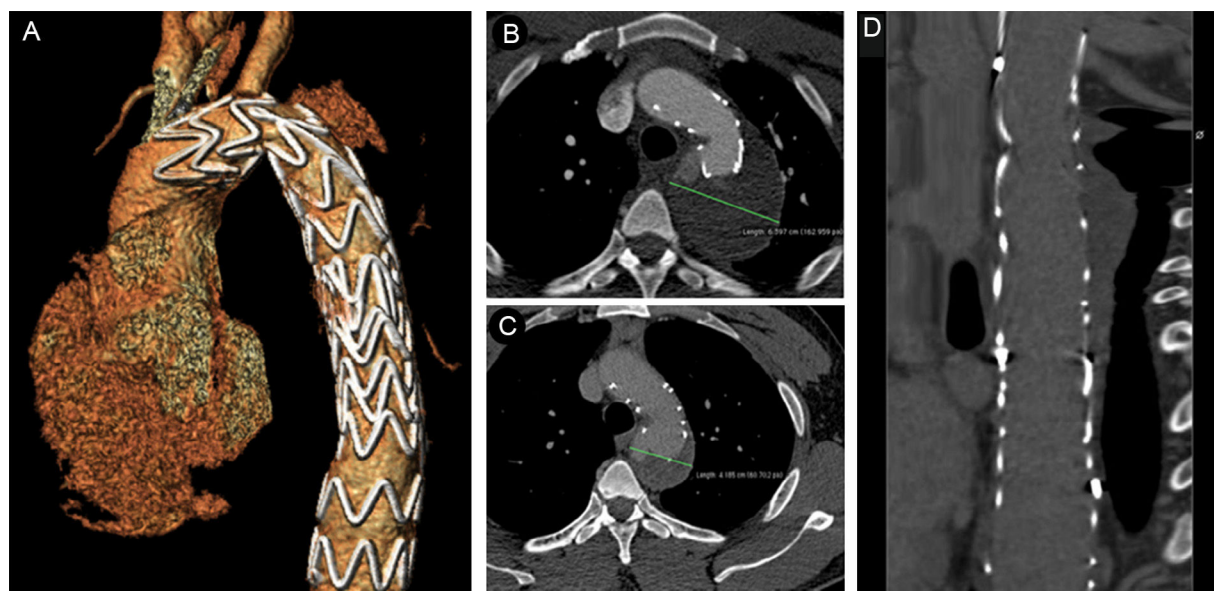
Imágenes de tomografía computarizada tras la intervención y en el seguimiento. A: reconstrucción tridimensional después de la cirugía. B: corte transversal a 1 mes, en el que se observa una dilatación aórtica estable (63 mm). C: corte transversal a los 6 meses, en el que se observa una disminución del diámetro a 41 mm. D: línea central de la luz a los 6 meses.
